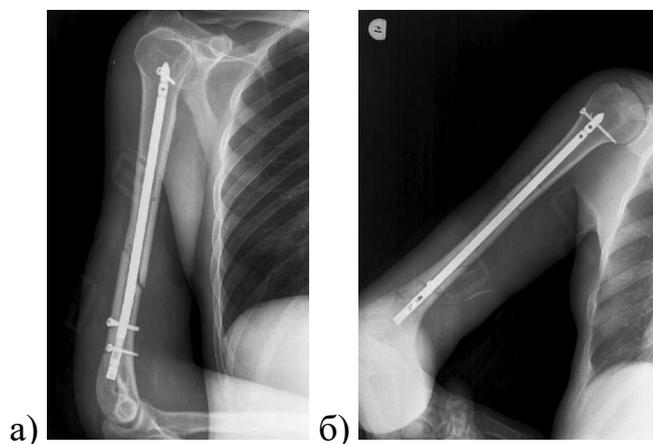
Раненый Б., 31 год: а) рентгенограмма правого плеча, прямая проекция; б) боковая проекция
